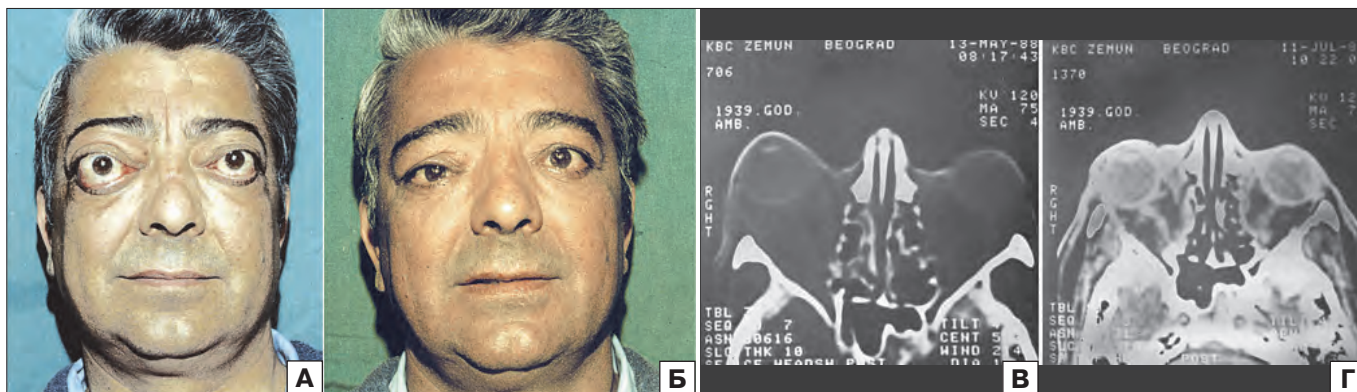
Пациент с асимметричным экзофтальмом в 32 мм до операции (А) и через 2 месяца после нее (Б). КТ пациента до хирургического лечения (В) и через 2 месяца после операции (Г).
